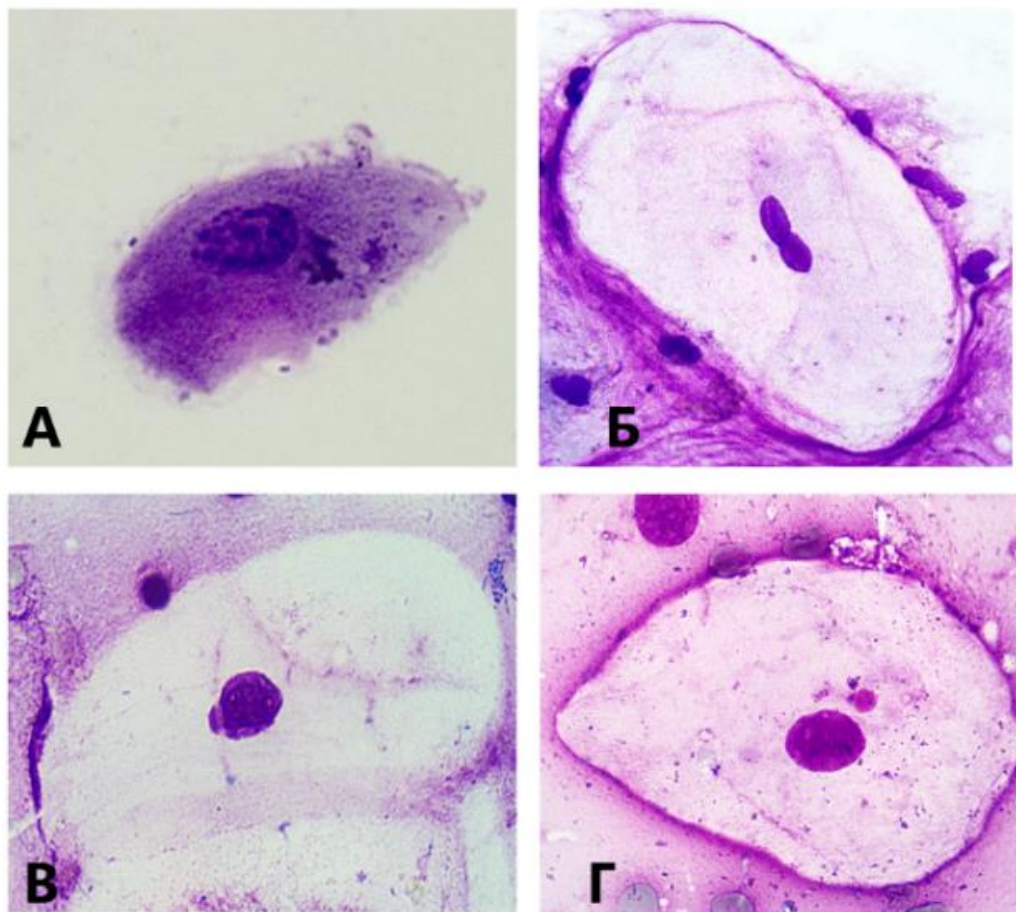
Аномалии ядер эпителиоцитов. А - явление кариорексиса, Б – двуядерная клетка, В – протрузия ядра, Г – микроядро, увеличение 10x100. Окрашено по Романовскому-Гимза.
